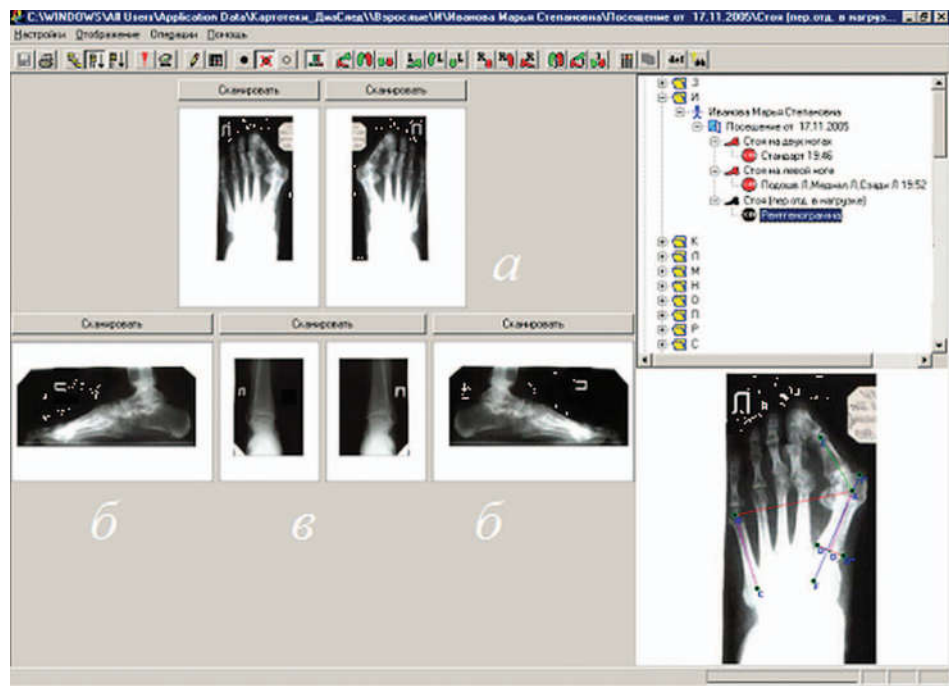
Экранный интерфейс программы «ДиаСкан» комплекса «Скан» с отображением рентгенограмм стоп в трех проекциях:
